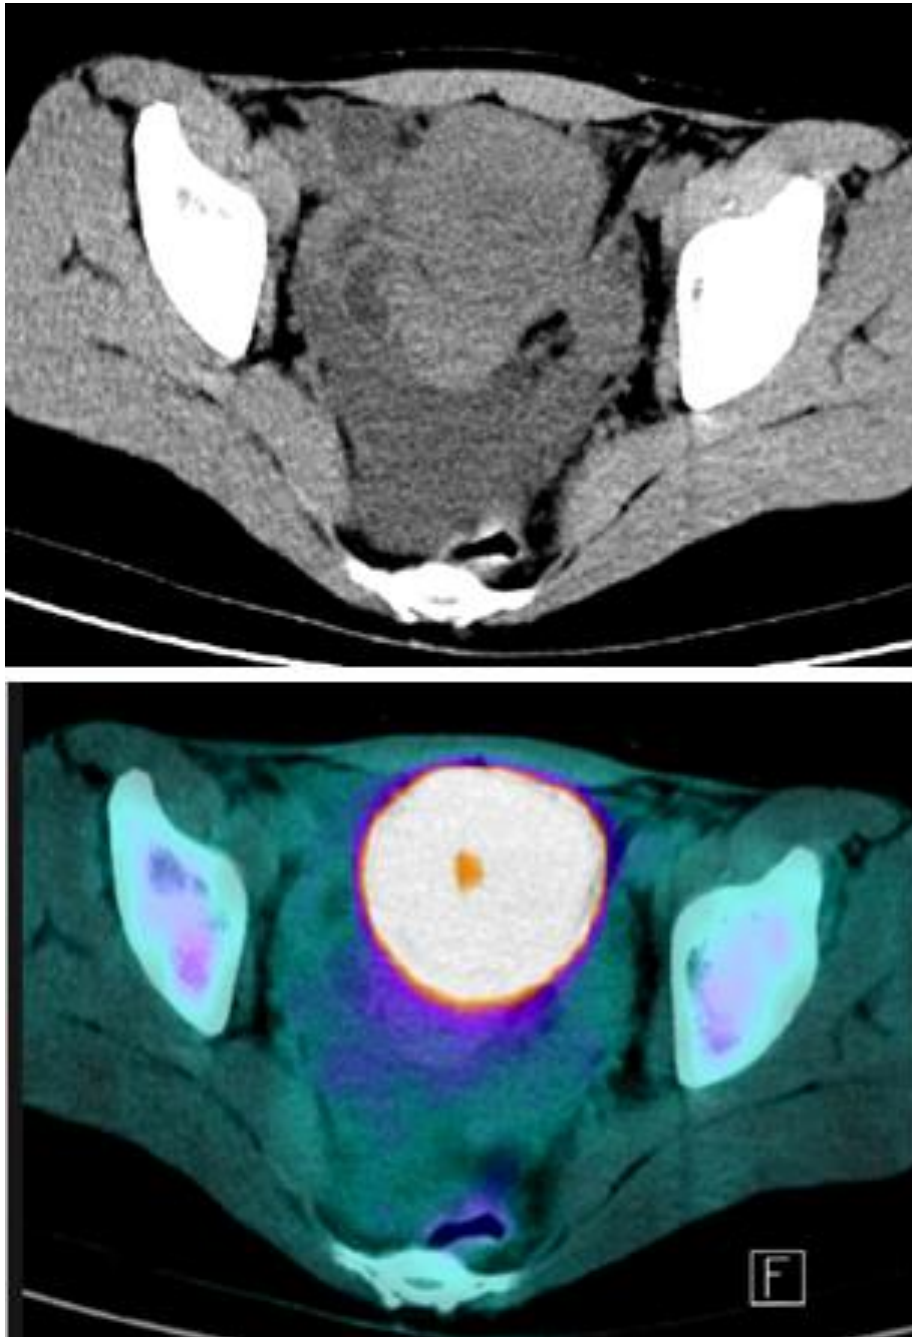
Coupe axiale au niveau pelvien d'un PET scan montrant une lésion hypermétabolique en périphérie ^[21].
